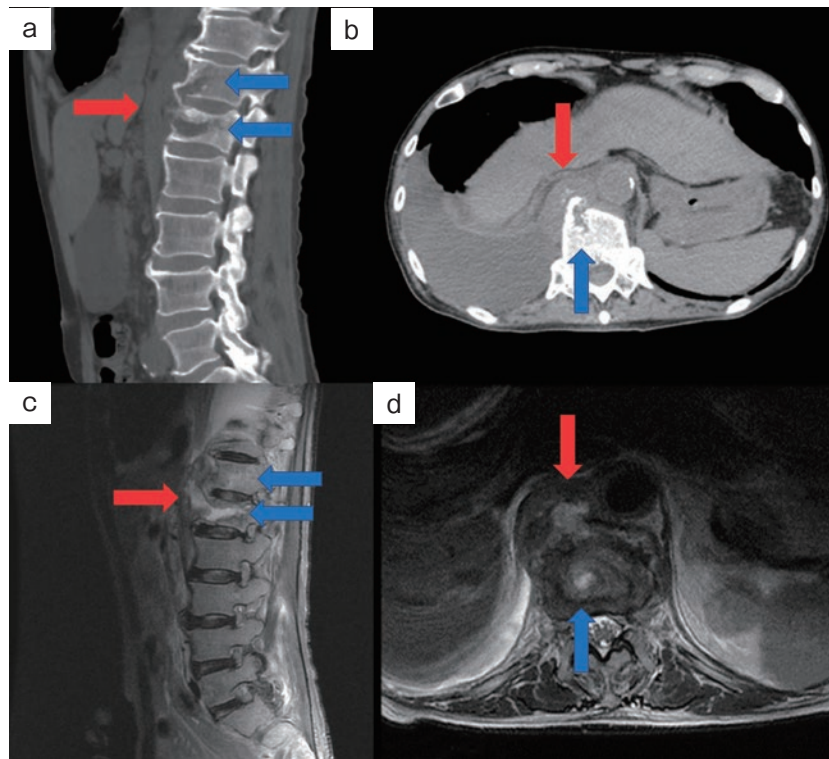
入院時画像検査. 胸腹部CT: (a) Th12, L1に骨破壊を認める (青矢印). 破壊された椎体前方に軟部影を認める (赤矢印). (b) Th12に骨破壊を認め (青矢印), 椎体右前方に軟部影を認める (赤矢印). 右胸水を認める. 胸腰椎MRI (T2強調): (c) Th12, L1内部に高信号領域を認め (青矢印), 椎体前方への進展を認める (赤矢印). (d) Th12内部に高信号領域を認め (青矢印), 右前方に軟部影を認める (赤矢印).
